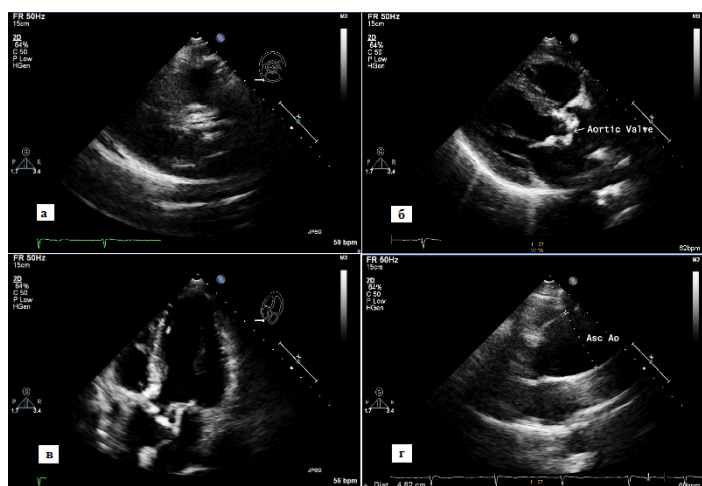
Эхокардиография 5 марта 2019 г.: а – парастеральная позиция, короткая ось на уровне концов створок аортального клапана; б – парастеральная позиция, длинная ось левого желудочка; в – апикальная пятикамерная позиция; г – парастеральная позиция, длинная ось левого желудочка с отклонением на восходящую аорту
